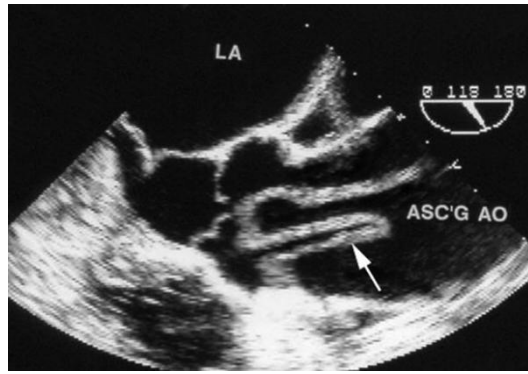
主动脉根部及升主动脉（ASC’G AO）的经食道超声心动图长轴切面显示了折叠的、卷曲的撕裂内膜（箭头所示），实时条件下可看见明显的摆动。LA，左房。
